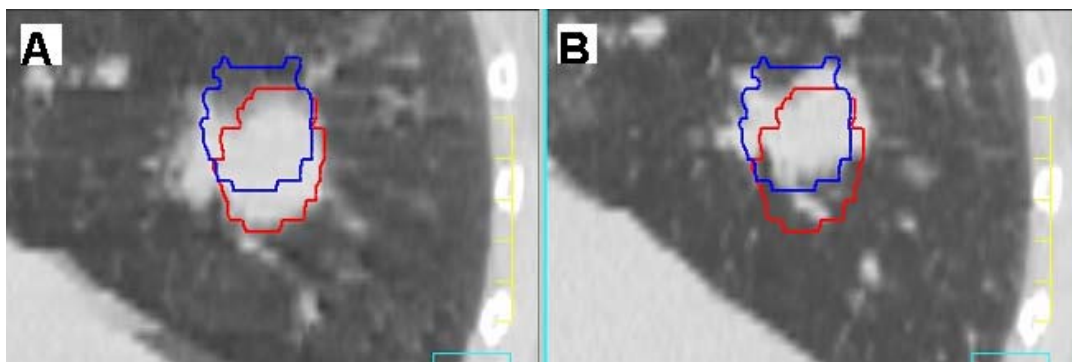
The contoured tumor shown on the sagittal 4D-CT at the respiratory phase of (a) inhale and (b) exhale. The lower (red) one is a contour delineated from the inhale 4D-CT corresponding to the inhale state and the other upper (blue) one is the contour for the exhale phase generated automatically from the lower one using deformable image registration technique.
